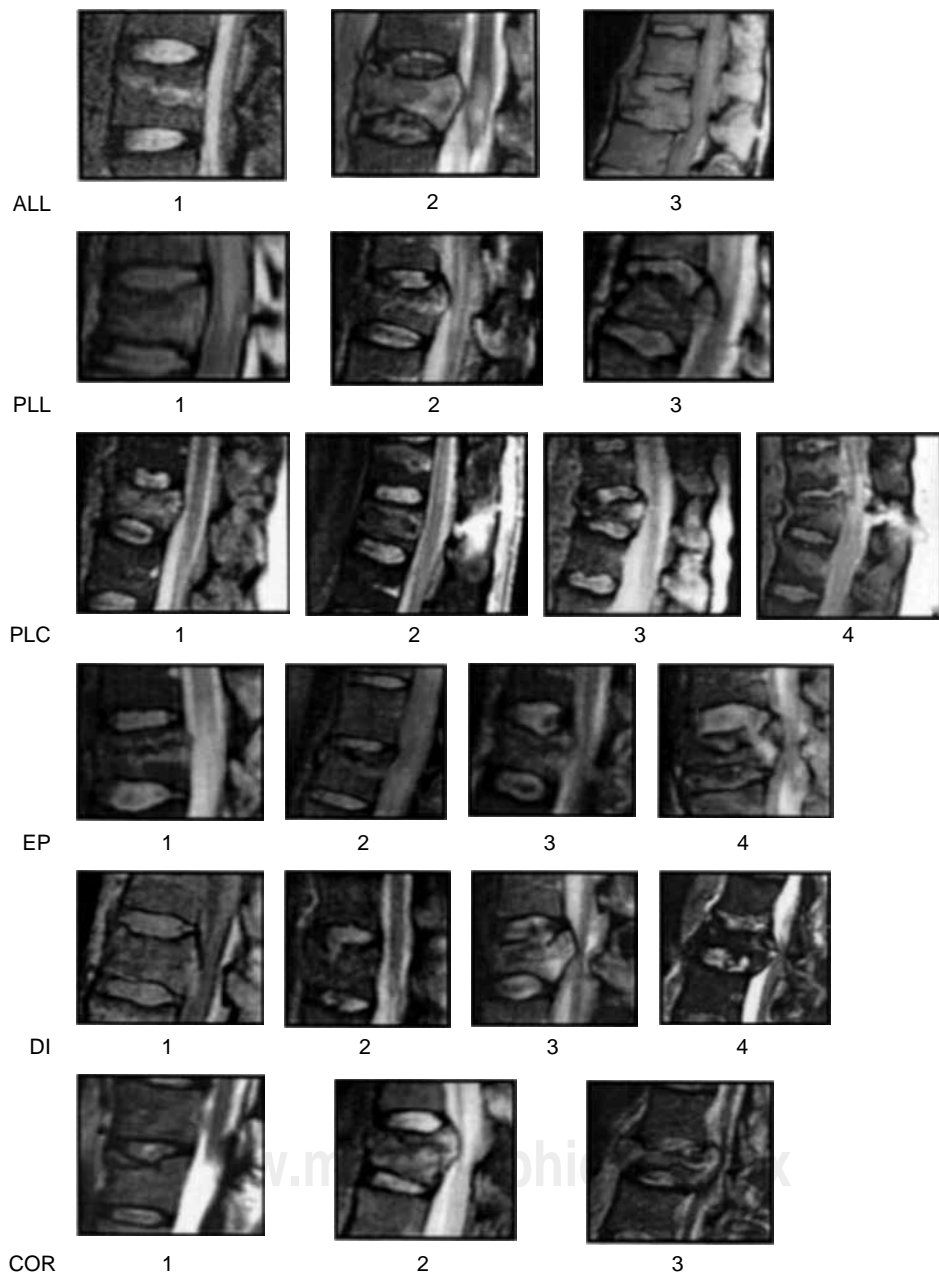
Clasificación de Oner basada en la RMN para determinar el grado de afectación de los tejidos blandos.
